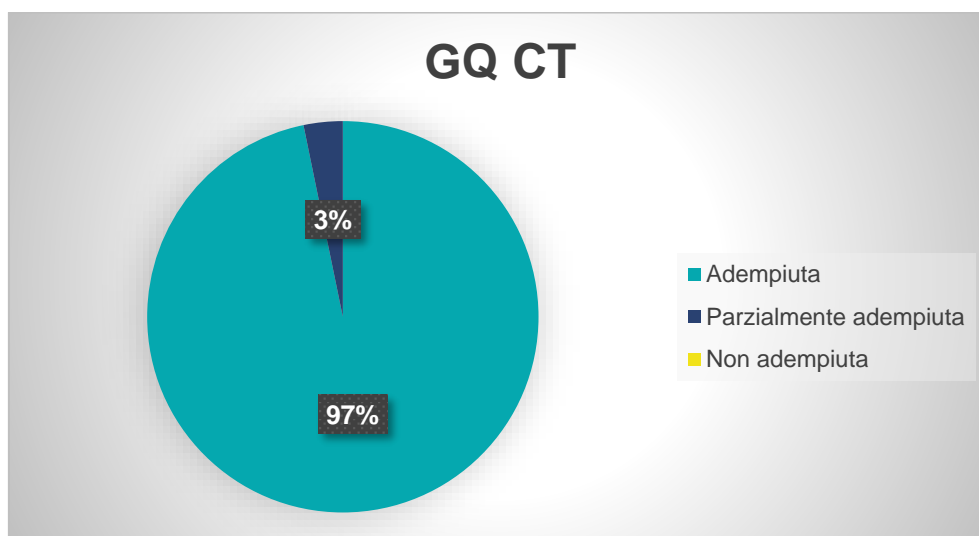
Il grafico a torta mostra che il 97% delle aziende sottoposte ad audit soddisfa tutti i requisiti per l'assicurazione della qualità del CT.
